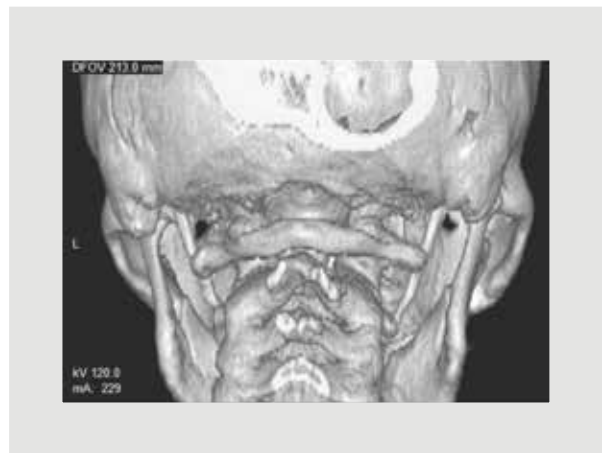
Tomografía con reconstrucción 3D que revela la elongación bilateral de la apófisis estiloidea.*
